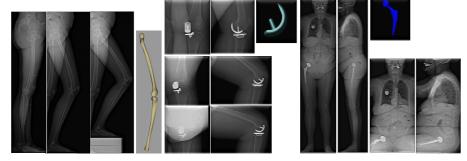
Radiographies de sujet sain en flexion de genou - de sujet prothésé en flexion de genou - de sujet prothésé en flexion de hanche Objets 3D à recaler sur les radiographies.
